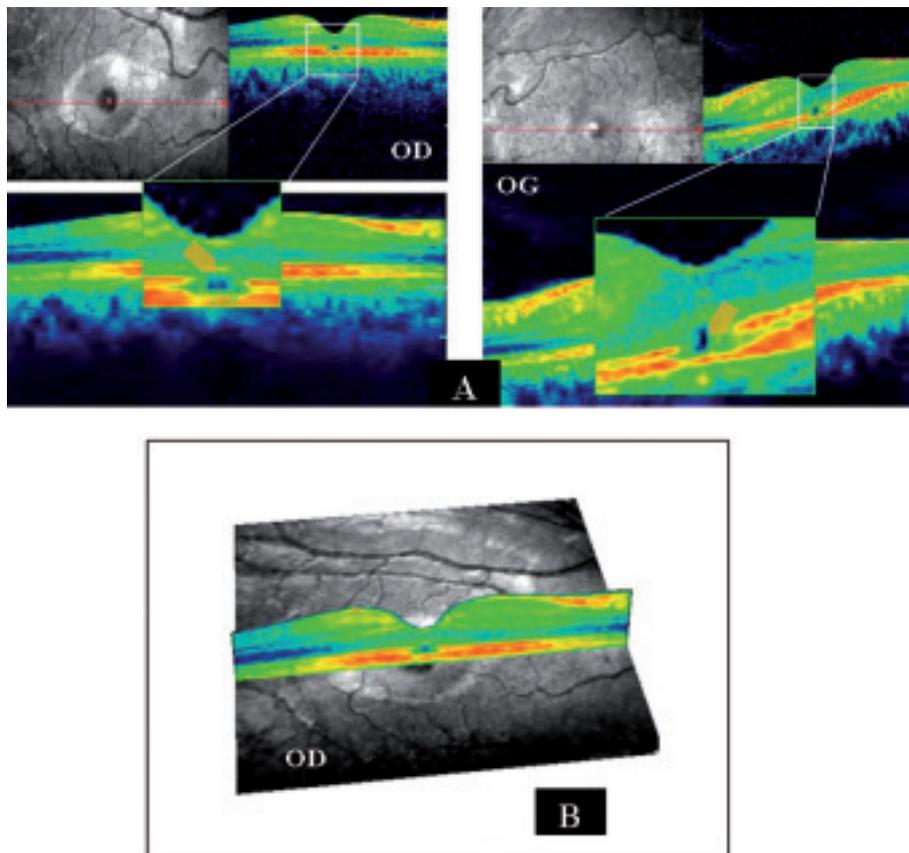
Aspect tomographique en phase chronique (1 mois post exposition):
